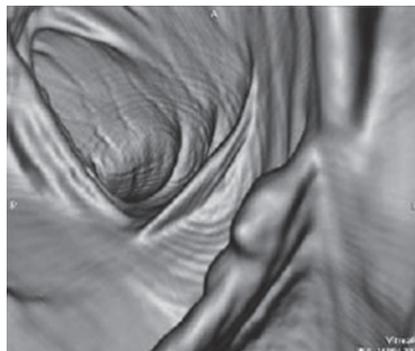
Компьютерная Томография. Виртуальная колоноскопия
